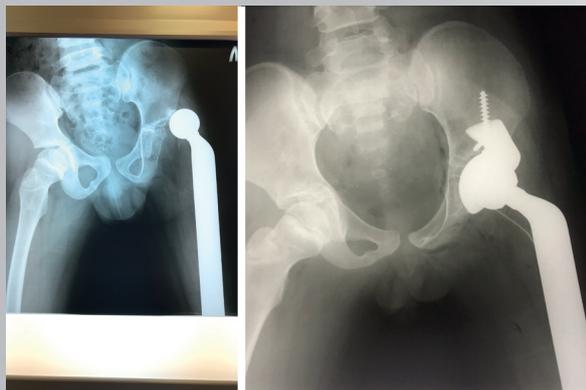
Рентгенограммы таза в прямой проекции до (слева) и после вправления вывиха (справа)
